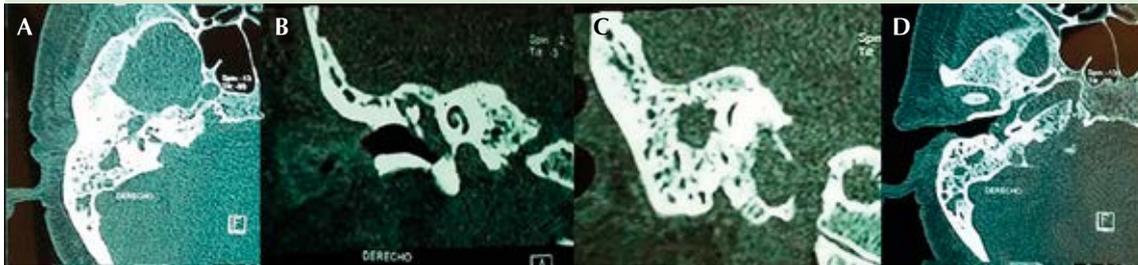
Tomografía computada de oído en cortes axiales (A y D) y coronales (B y C) donde se observa la mastoides derecha bien desarrollada y mal neumatizada, con ocupación con densidad similar a tejidos blandos; ocupación de mismas características en el oído medio derecho, lesión destructiva hacia el hipotímpano.
